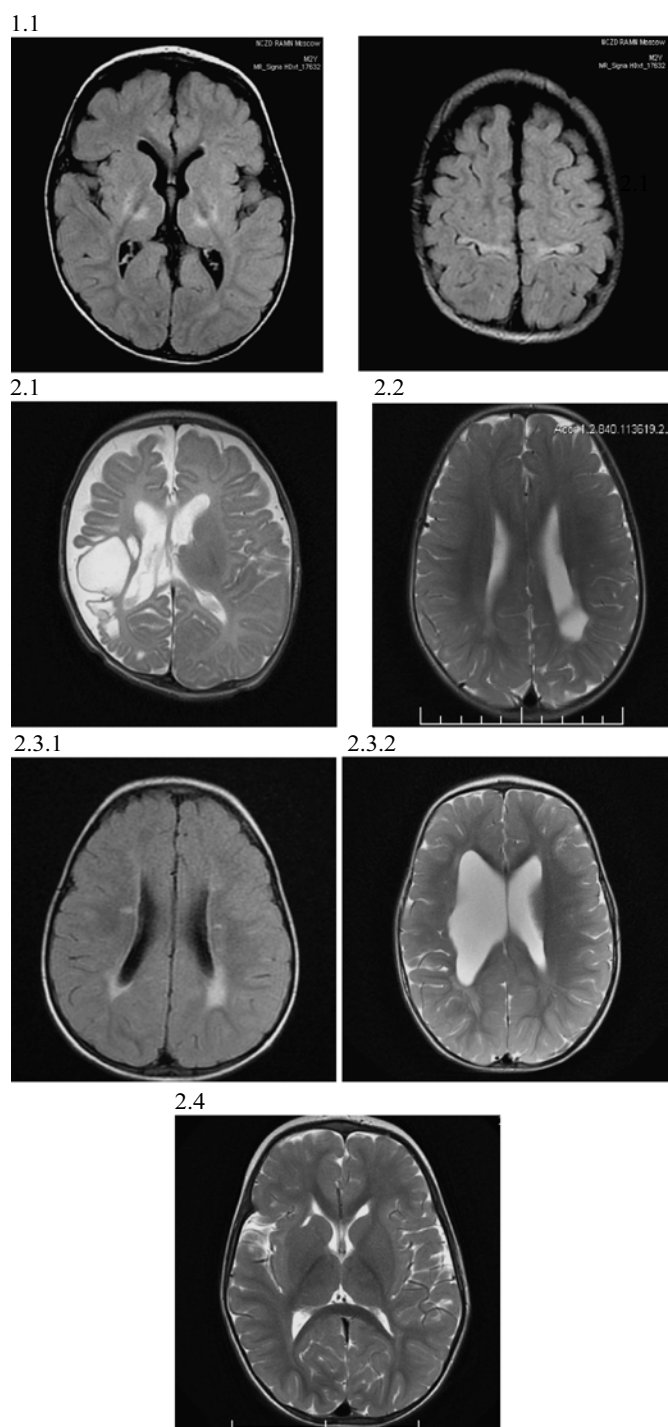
МРТ-корреляты перинатальных поражений ЦНС у доношенных и недоношенных детей.
